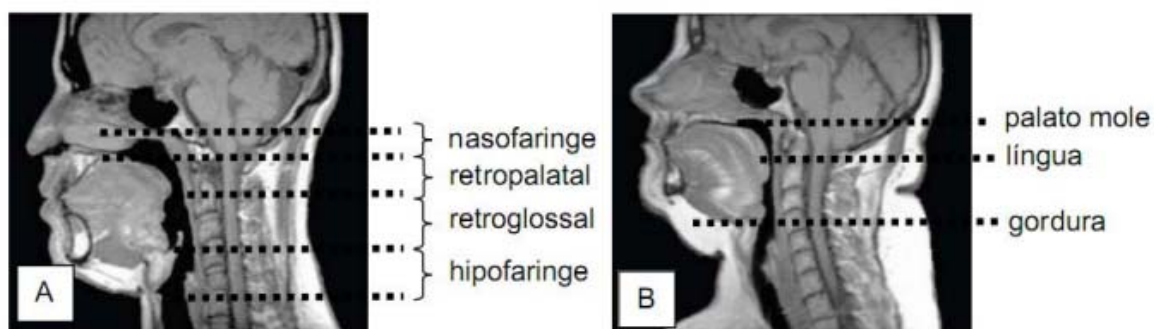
Imagem sagital, analisada por ressonância magnética de indivíduo normal e com apneia obstrutiva do sono. A: indivíduo normal e destacada as regiões da VAS. B: indivíduo com apneia do sono grave com destaque para os tecidos moles. O indivíduo B apresenta as regiões retropalatal e retroglossal da VAS mais estreitas, assim como o palato mole, a língua e a gordura subcutânea são maiores. Adaptada referência ³⁰
